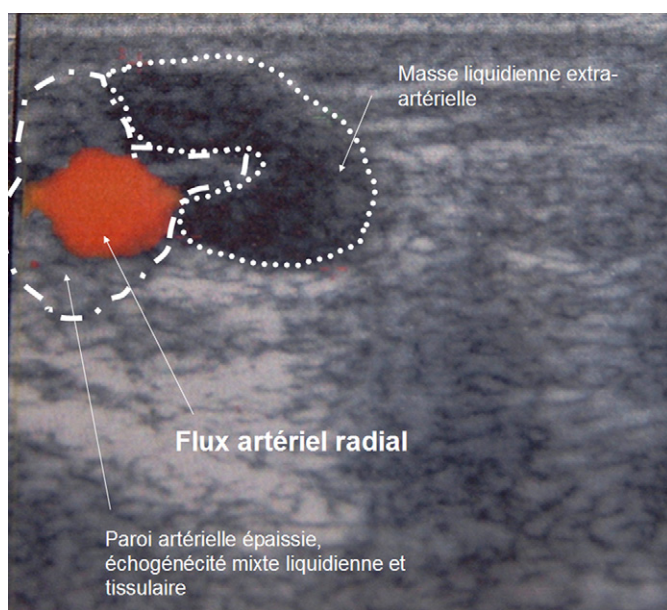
Échographie couplée au doppler. Paroi artérielle radiale épaisse d'échogénéité mixte (tissulaire et liquidienne) et masse liquidienne périartérielle.
